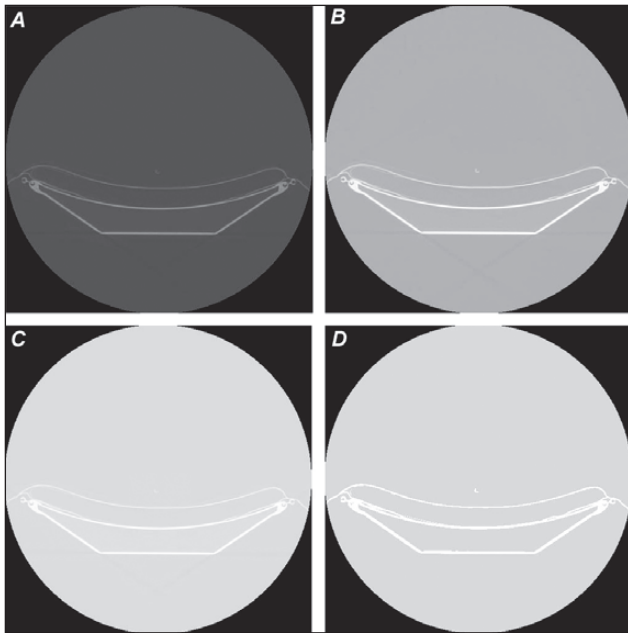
Visualization of the results of CT examination of a plastic sample in a foam block using the proposed software in different viewing modes
